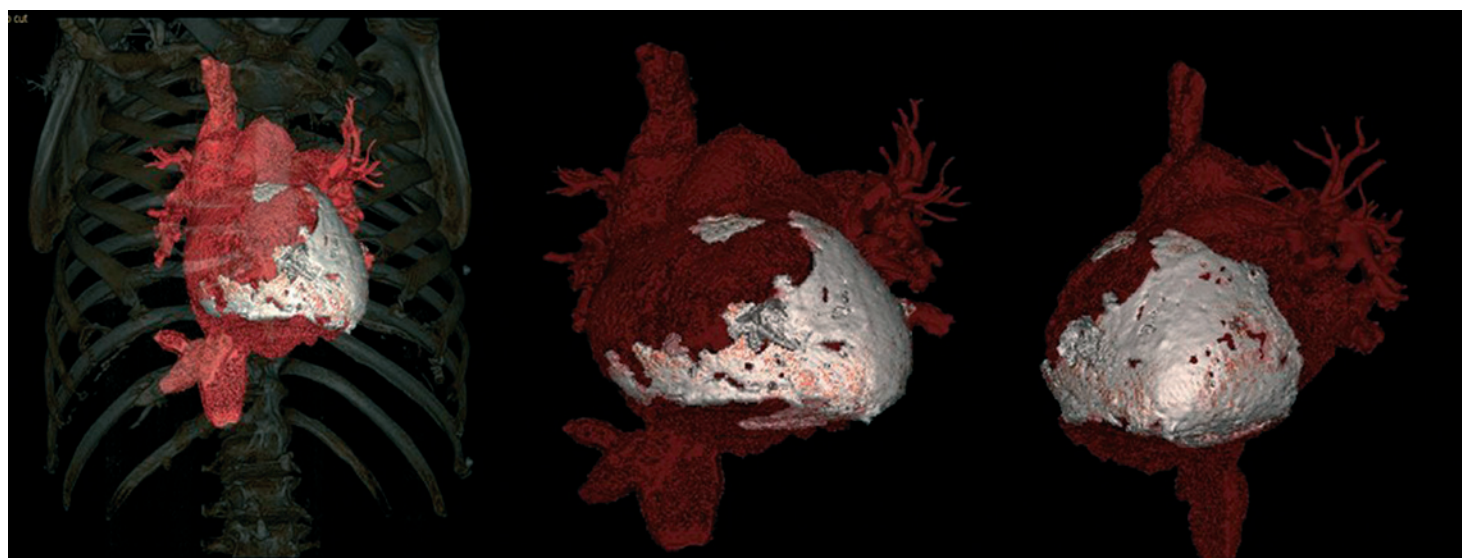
TC toracica in un paziente affetto da pericardite cronica calcifica, ricostruzione tridimensionale che mostra le calcificazioni (in bianco) che inguainano il ventricolo sinistro e una parte del ventricolo destro.
